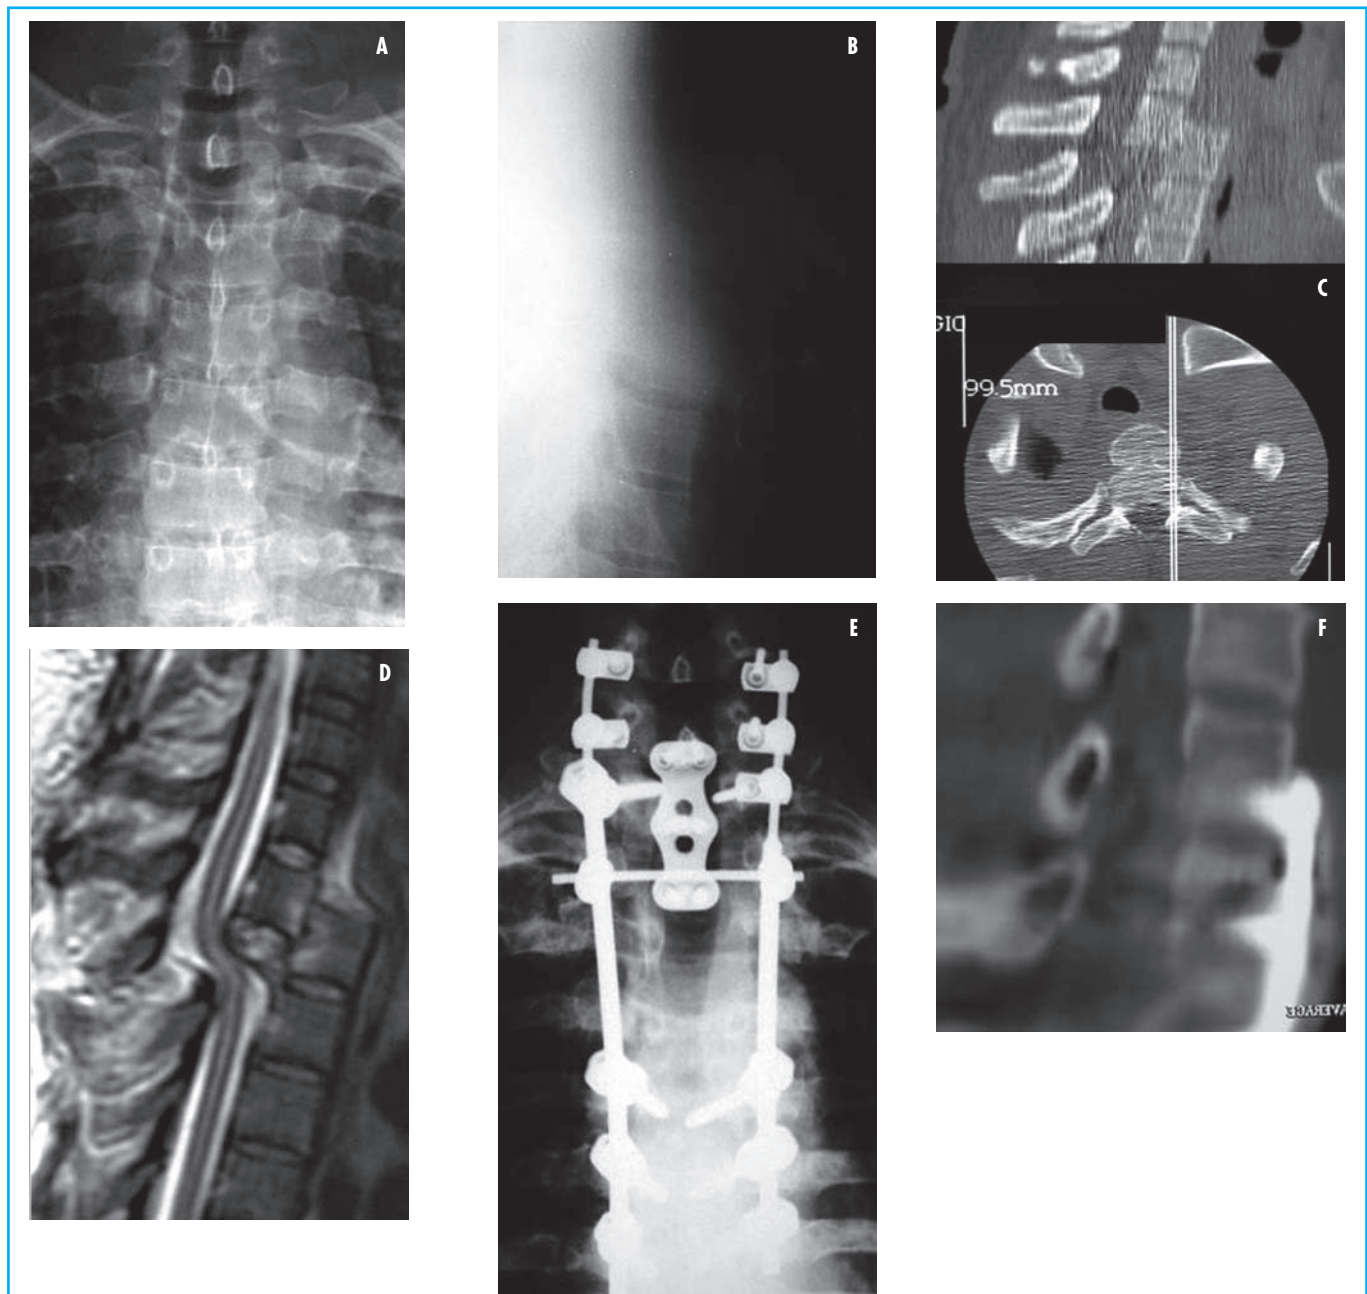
A) Paz. di 29 a. Incidente stradale. Dolore al rachide dorsale alto senza deficit neurologici periferici. Ad un attento esame della proiezione AP del rachide dorsale si evidenzia una sospetta eccessiva vicinanza dei peduncoli di T2-T3. B) Impossibile la valutazione in proiezione laterale di questo segmento del rachide per la sovrapposizione delle spalle. C) L'indagine TC evidenzia lussazione posteriore di T2 su T3. D) Alla RMN la corda midollare appare notevolmente angolata. E) I° tempo: ampia lamenectomia e riduzione graduale della lussazione e sintesi con viti C6-T7. II° tempo: artrosi anteriore con placca. Nessun danno neurologico. F) La TAC evidenzia la completa riduzione della lesione.
